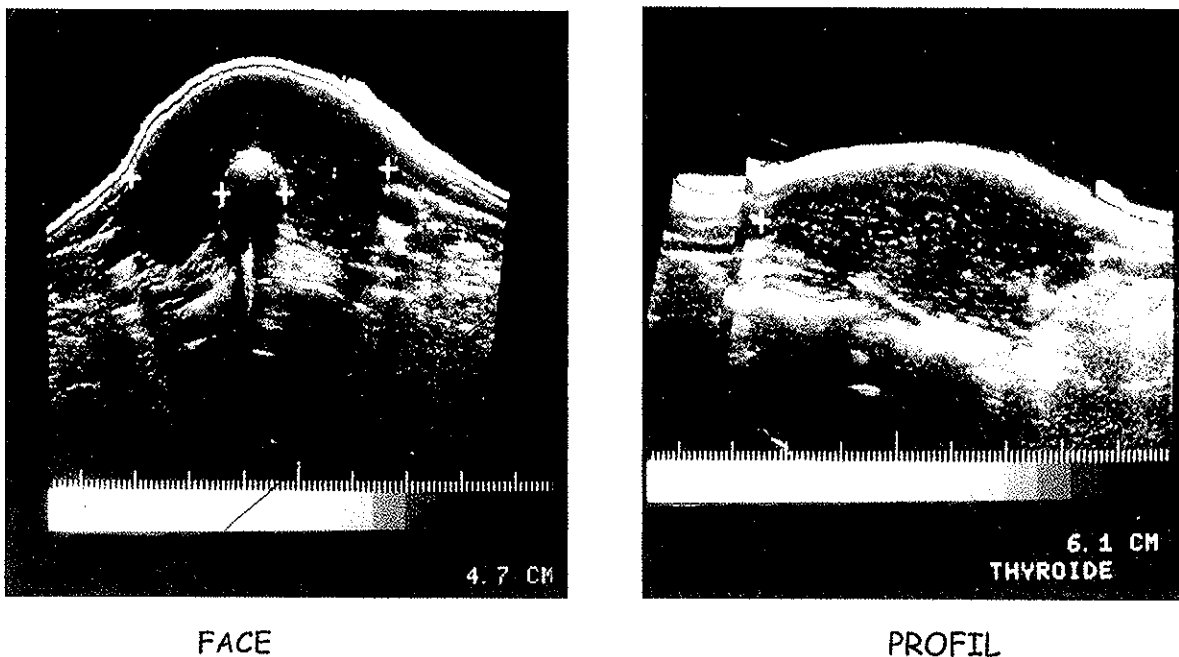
Échographie thyroïdienne d'une thyroïdite de Hashimoto (31)
